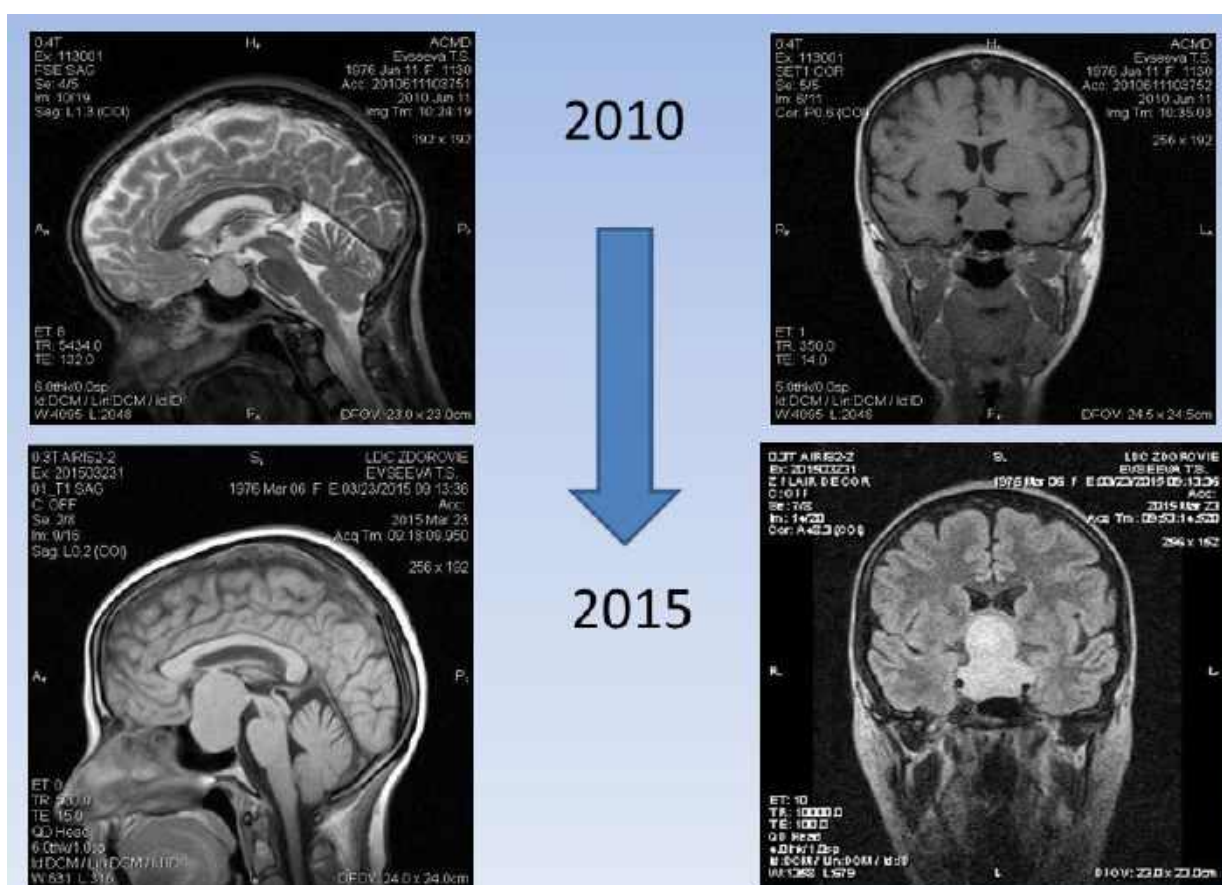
Спостереження №473. Хвора Є-ва, 39 років, історія хвороби №151627. МРТ в динаміці (5 років) у пацієнтки молодого віку з ГНАГ. Негативна динаміка процесу. Перехід від «інциденталомі» до «велетенської» АГ з грубою зоровою, неврологічною та ендокринною симптоматикою.
